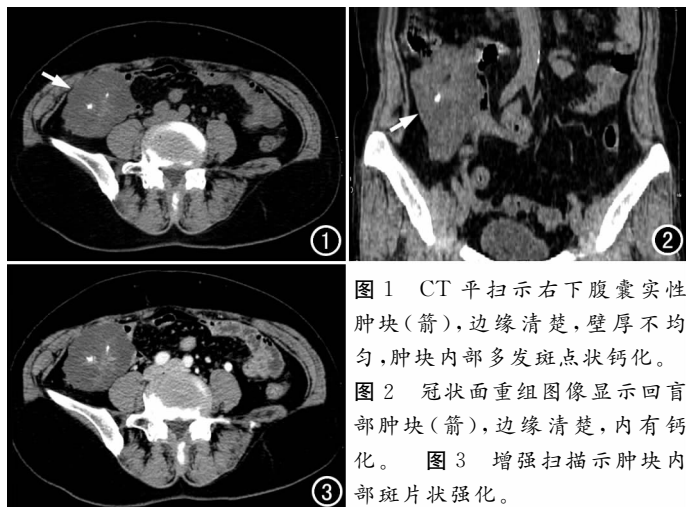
CT 平扫示右下腹囊实性肿块 (箭), 边缘清楚, 壁厚不均匀, 肿块内部多发斑点状钙化。图 2 冠状面重组图像显示回盲部肿块 (箭), 边缘清楚, 内有钙化。图 3 增强扫描示肿块内部斑片状强化。
